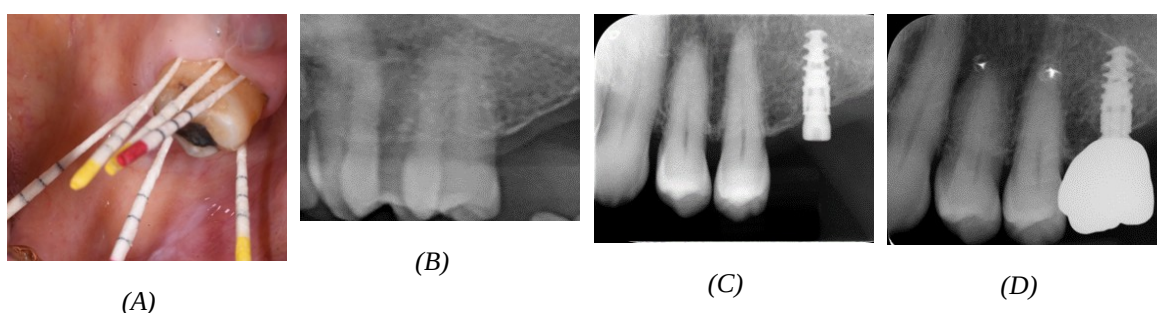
Paziente 1 (esempio rappresentativo). (A) Tecnica di prelievo del fluido crevicolare mediante coni di carta sterili; (B) Radiografia endorale pre-operatoria; (C) Radiografia al momento dell'inserimento implantare; (D) Radiografia a 6 mesi di guarigione.
